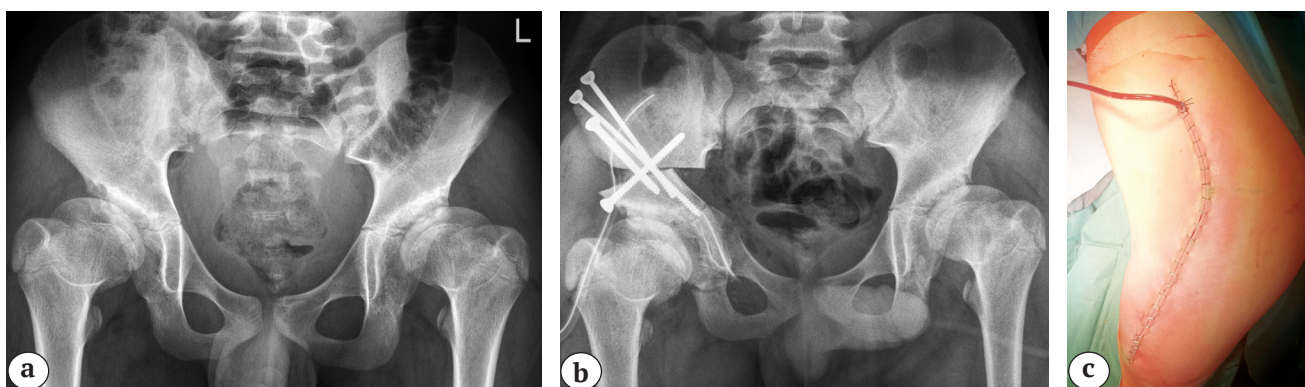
Выполнение тройной остеотомии таза из переднебокового хирургического доступа: а — рентгенограмма пациента 12 лет с дисплазией тазобедренных суставов I степени по Crowe до операции; б — рентгенограмма после восстановления корректных соотношений между тазовым и бедренным компонентами тазобедренного сустава методом реориентирующей тройной остеотомии таза справа; в — фото хирургического доступа после ушивания
